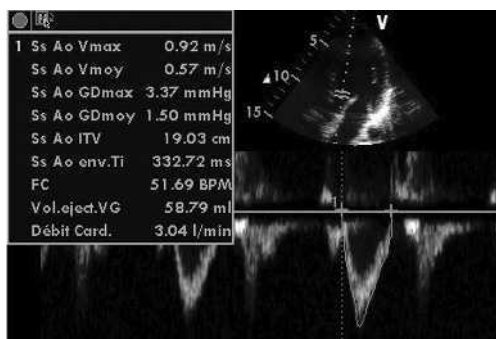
Mesure du flux aortique. Le volume d'échantillonnage du Doppler pulsé placé au niveau où le diamètre de la chambre de chasse a été mesuré, recueille l'enveloppe du flux aortique qui permet de mesurer l'intégrale temps/vitesse (ITV).
